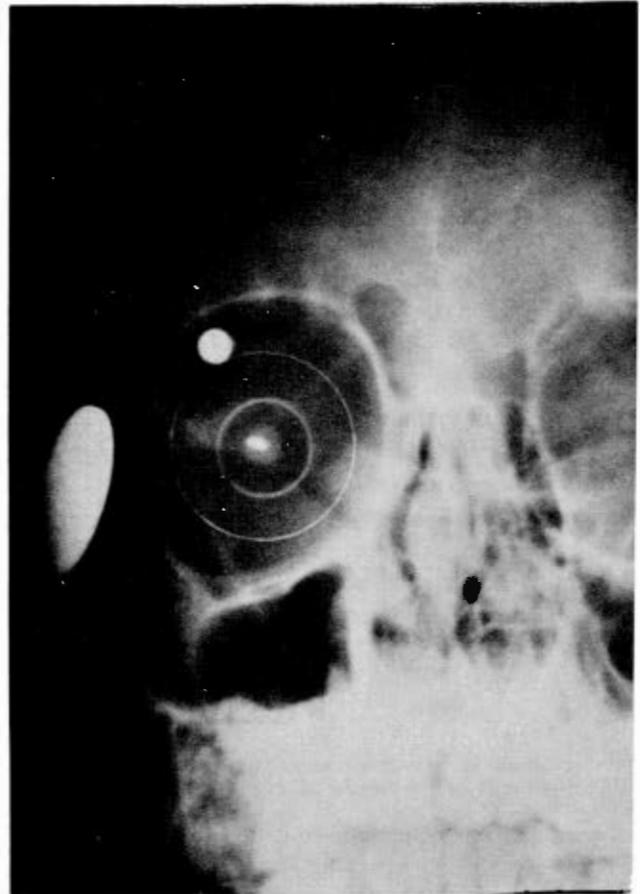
Radiografía que muestra la ubicación de un cuerpo extraño.
